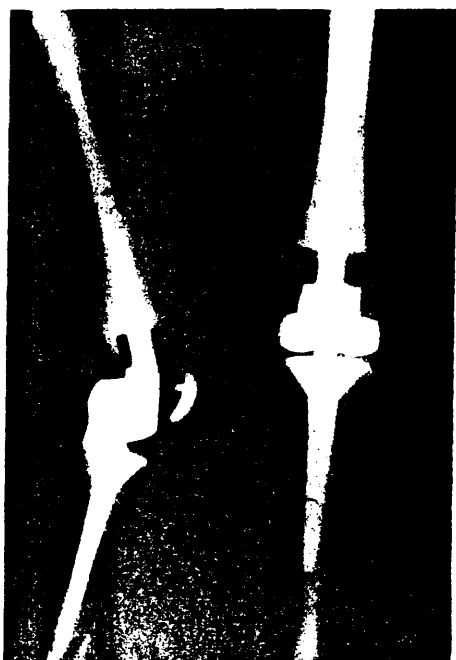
Radiografías postoperatorias.
